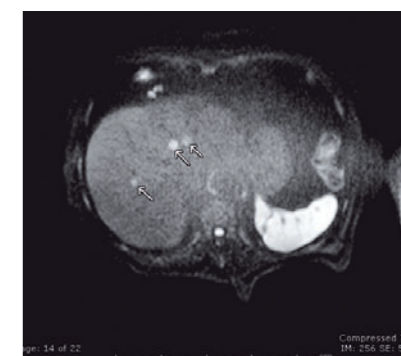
bij dezelfde patiënt worden op hetzelfde diffusie-onderzoek meerdere andere kleine, doch verdachte leverletsels aangetoond: metastasen, CT-grafisch niet zichtbaar.
